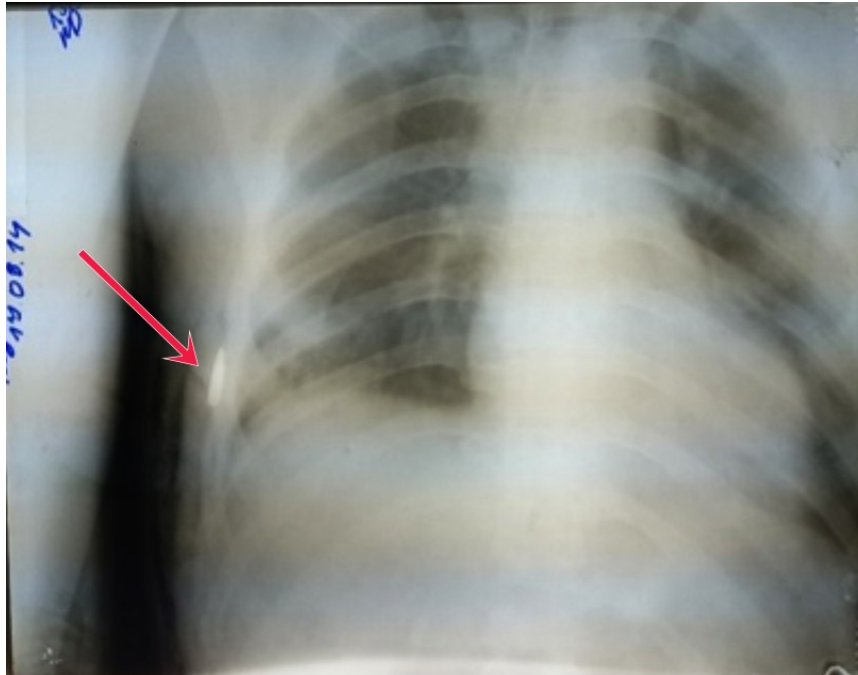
Оглядова рентгенограма грудної клітки (стрілочкою вказане екстраплевральне розташування кулі)
